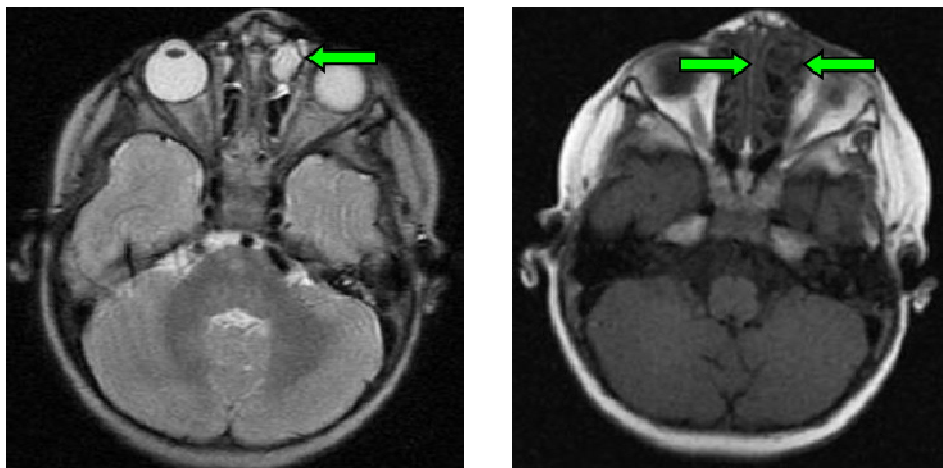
Пациент Я-в, 2 года. МРТ-изображение черепа пациента с назо-орбитальной черепно-мозговой грыжей: А - аксиальный срез в Т2 режиме, стрелкой указана черепно-мозговая грыжа, Б - аксиальный срез в Т1 режиме, стрелками указана черепно-мозговая грыжа, отмечается деформация ячеек решётчатого лабиринта
